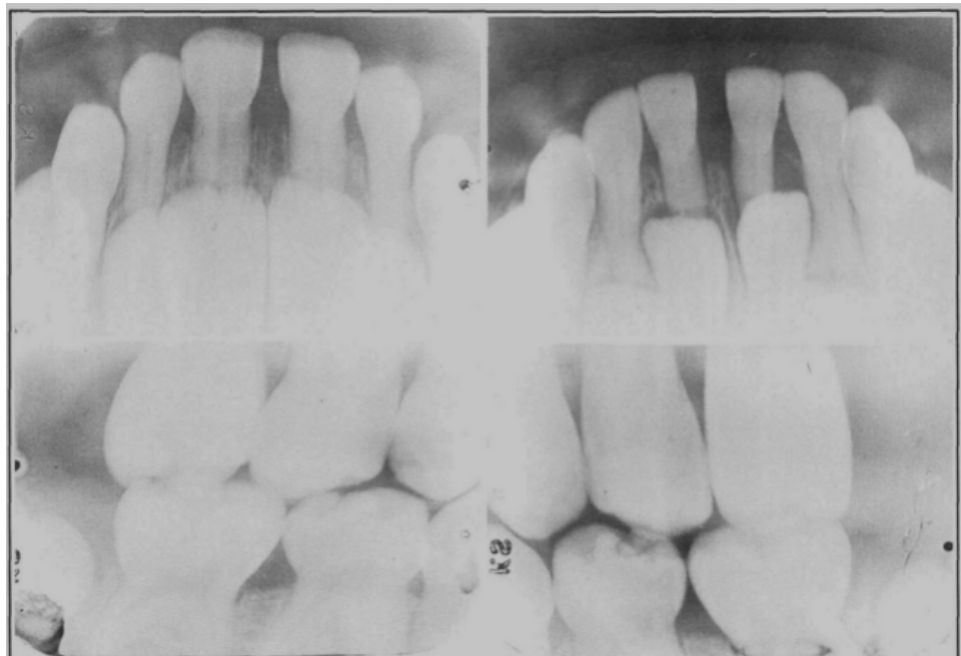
Radiografías periapicales en donde se muestra la calcificación de las cámaras y los conductos pulpaes en dientes primarios. ⁶
